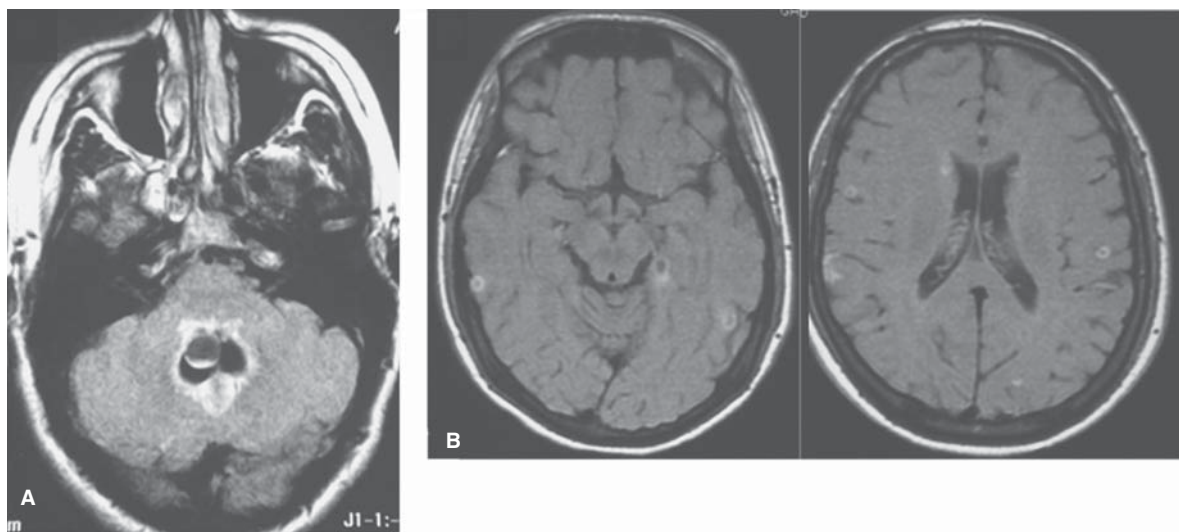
Neurocisticercosis. A) RM FLAIR, lesión quística con nódulo mural localizada en el IV ventrículo. B) y C) RM con medio de contraste, múltiples lesiones redondeadas con realce en anillo sin edema alrededor, correspondientes a neurocisticercosis estadio II.
